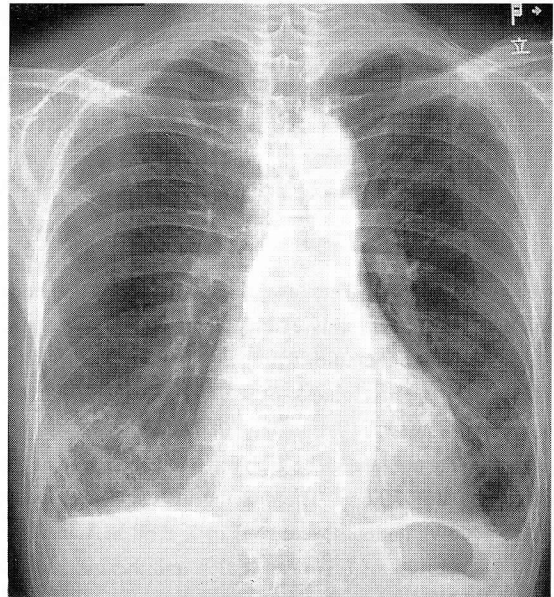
Chest radiograph after 9 months showing bilateral lower infiltration
